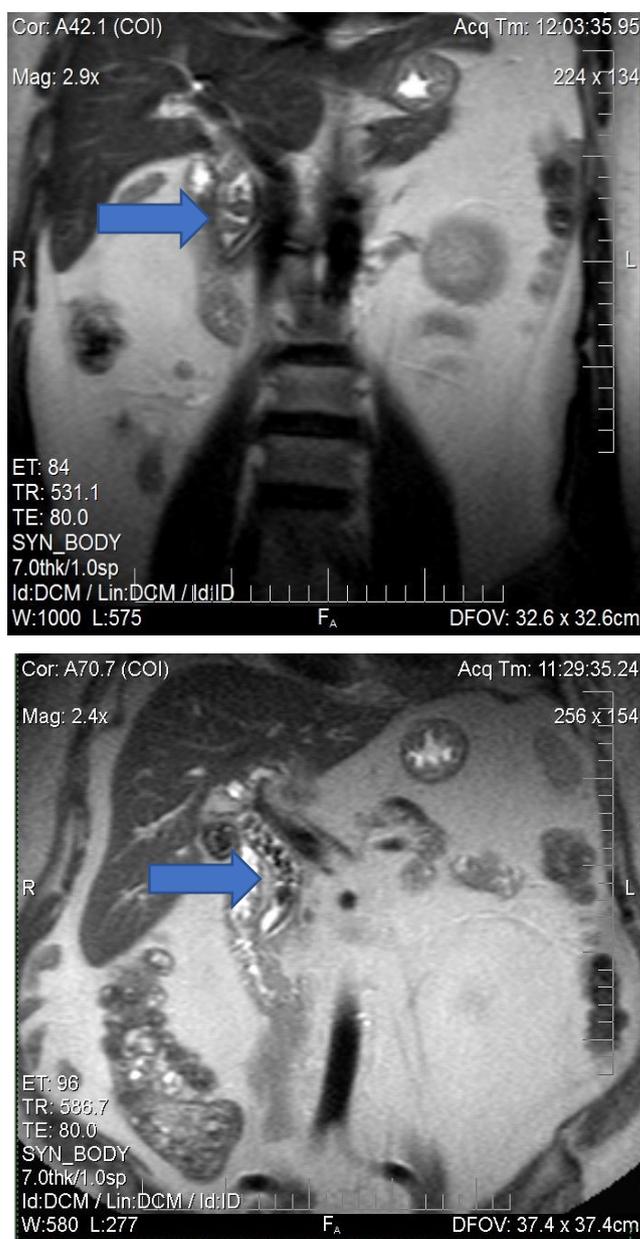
2 - Стрелками указаны камни общего желчного протока выше и ниже холедоходуоденоанастомоза на МРТ.
